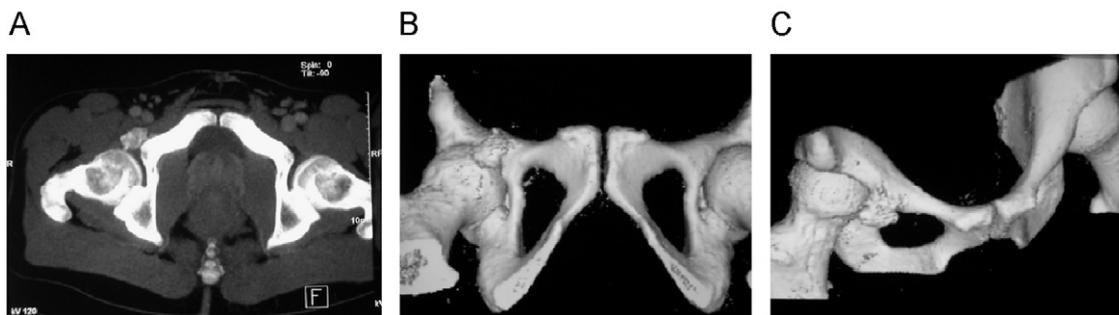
Imágenes de tomografía computarizada (A), (B) y (C), en las que se aprecia un osteocondroma en la rama iliopubiana derecha de la pelvis, que justificaba el cuadro clínico: “choque” con la cabeza del fémur y edema óseo, y de partes blandas secundario a éste.
